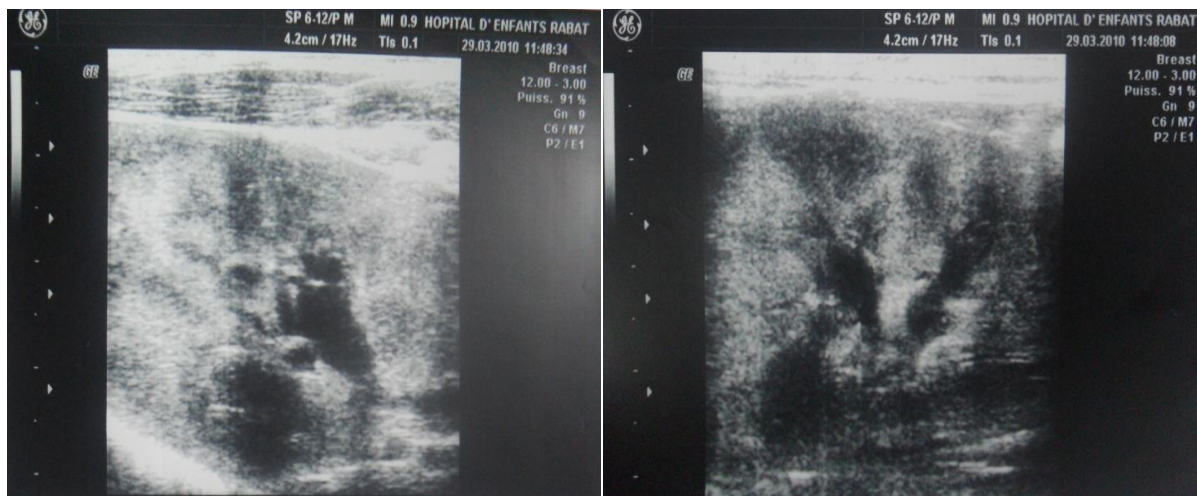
image d'échographie abdominale :
